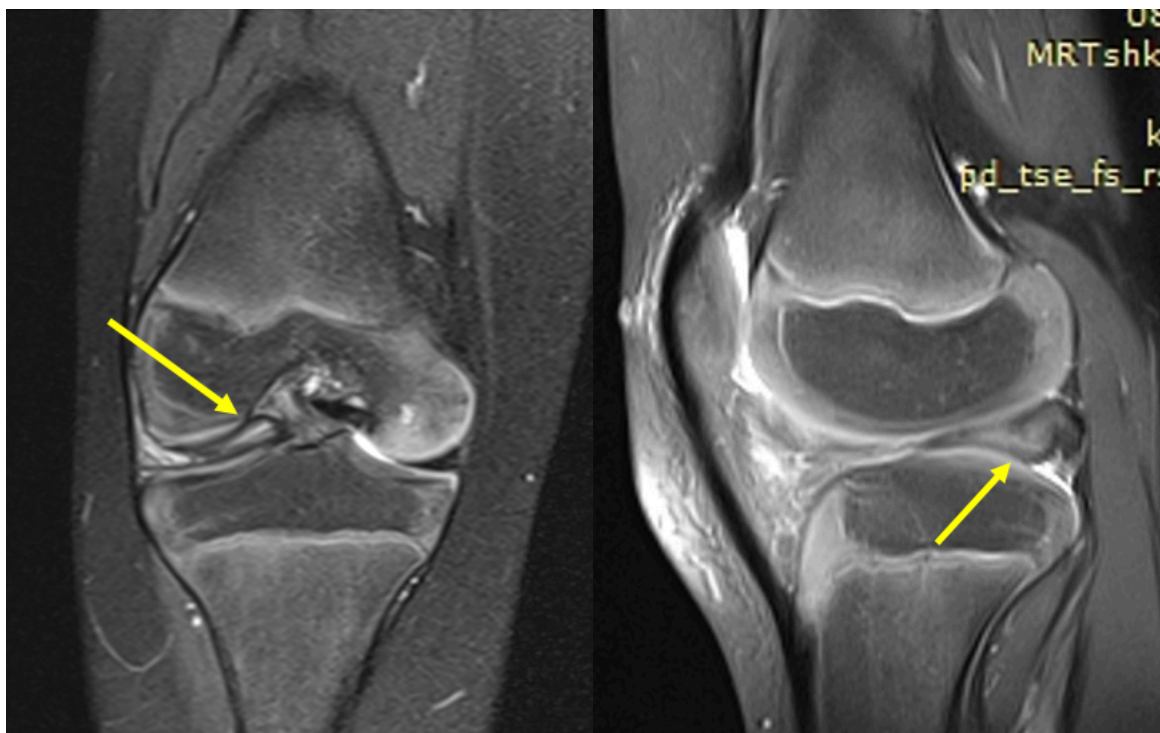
Магнитно-резонансная томограмма правого коленного сустава у ребенка с множественными повреждениями латерального дискоидного мениска.
